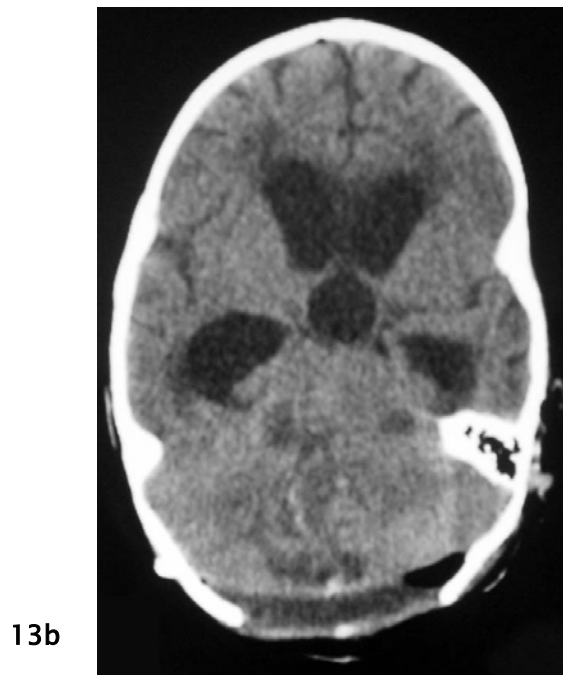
TDM cérébrale de contrôle postopératoire en coupe axiale après exérèse de la tumeur.
